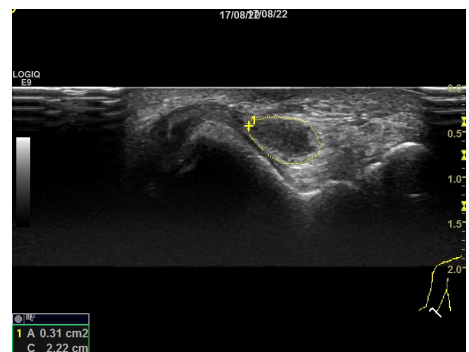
高频超声测量肘部尺神经最大 CSA 表现
